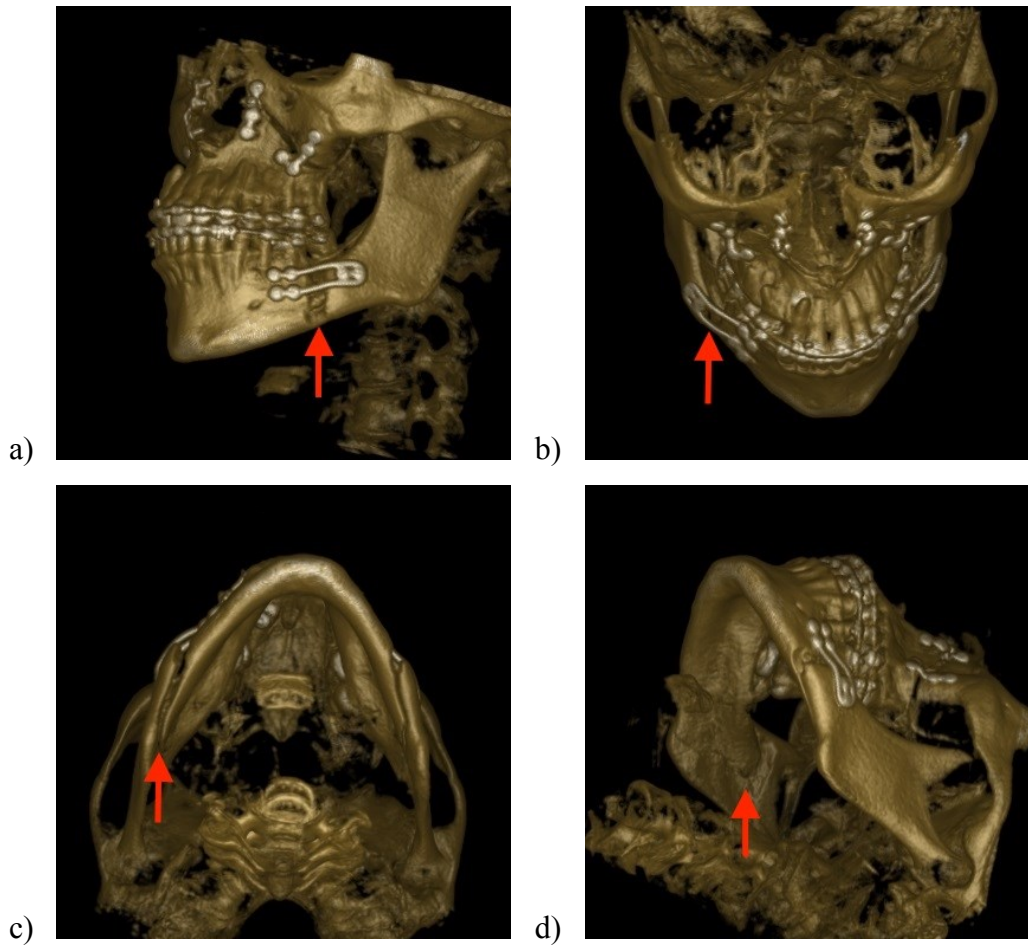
a/b/c/d: Dreidimensionale Rekonstruktion einer postoperativen digitalen volumetomographischen Aufnahme; a) laterale Ansicht mit Blick auf die vertikale bukkale Osteotomie-Linie (roter Pfeil) und die Fixierung mittels Miniosteosyntheseplatten; b) schräg kraniale Ansicht mit Blick auf die sagittale Spaltung (roter Pfeil); c) kaudale Ansicht mit Blick auf die sagittale Spaltung am Unterkieferrand (roter Pfeil); d) schräge kaudal laterale Ansicht auf die mediale Seite des Ramus mandibulae, keine Extension der medialen Osteotomie bis zum posterioren Rand des Unterkiefers (roter Pfeil).
